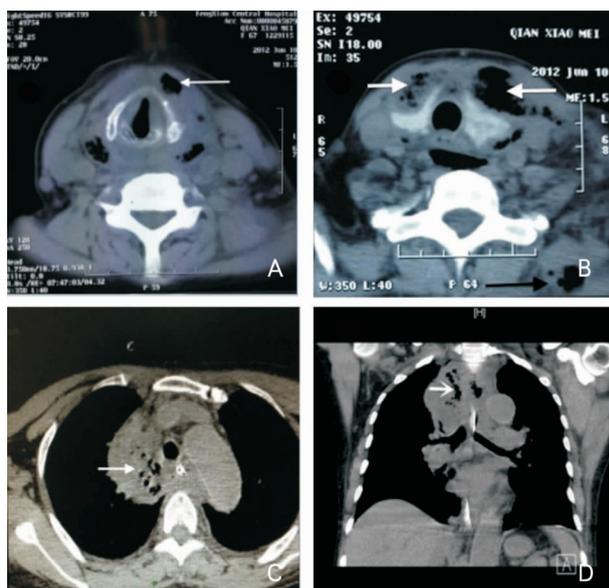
典型病例CT平扫显示颈部坏死性筋膜炎伴下行性纵隔炎,皮下组织(A和B白色箭头)、肩部及背部皮下组织(B黑色箭头)中脂肪组织消失,并有积气影(“气泡征”);同时CT也显示了纵隔中积液及积气影(C和D白色箭头)
